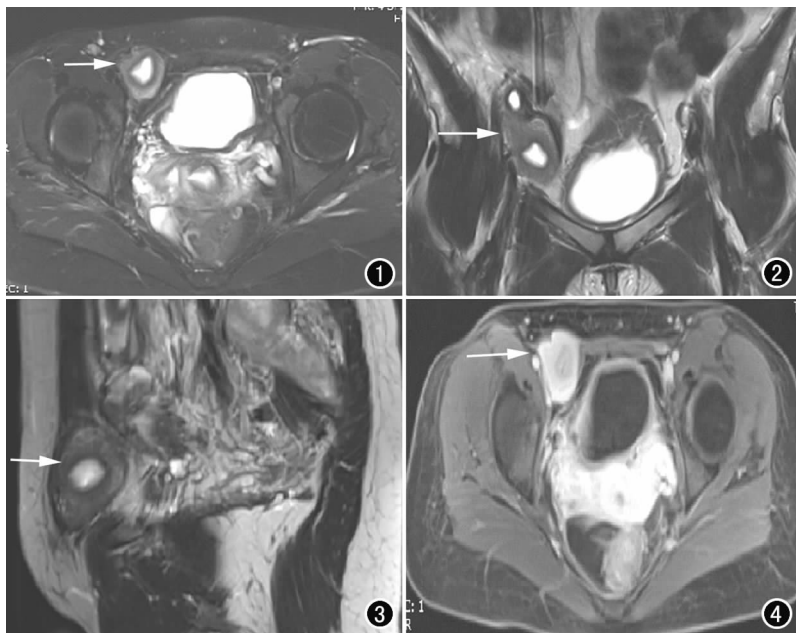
轴面T₂WI示右侧腹股沟区一形似子宫的异常信号影(箭),中心呈高信号,中间见环形低信号带,即所谓的子宫结合带。图2 冠状面T₂WI示右侧畸形子宫(箭)位于腹股沟区。图3 矢状面T₂WI示右侧畸形子宫(箭)未进入腹股沟深环。图4 MRI灌注成像示右侧畸形子宫(箭)强化方式同膀胱后方的左侧子宫一致。
